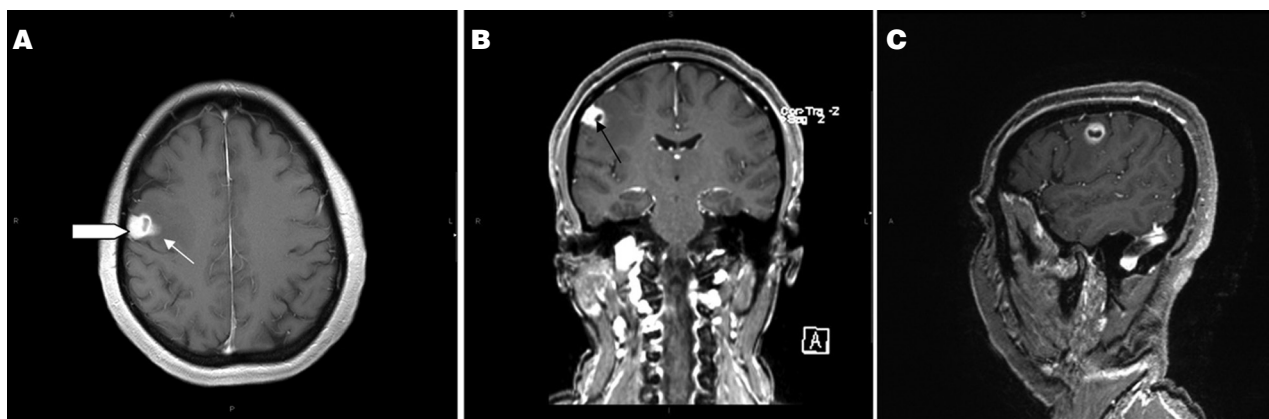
Resonancia magnética cerebral con contraste: Axial (A), coronal (B) y sagital (C). El área tumoral más periférica presenta realce intenso homogéneo. En esta imagen se identifica además la base de implantación y realce dural (flecha blanca gruesa). Medialmente existe área central quística (flecha negra) y realce mal definido afectando el parénquima cerebral adyacente (flecha blanca).
